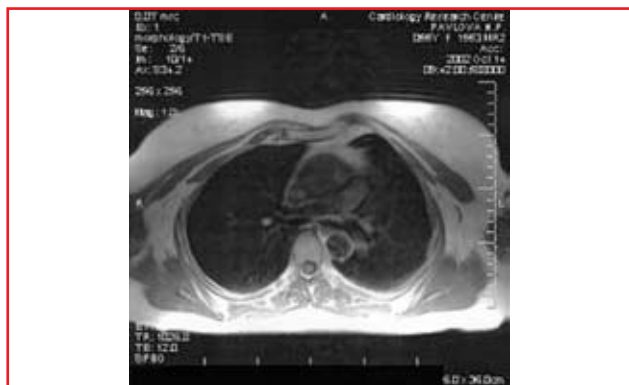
МРТ сердца при АДПЖ. Нормальные диаметры легочной артерии и аорты.
